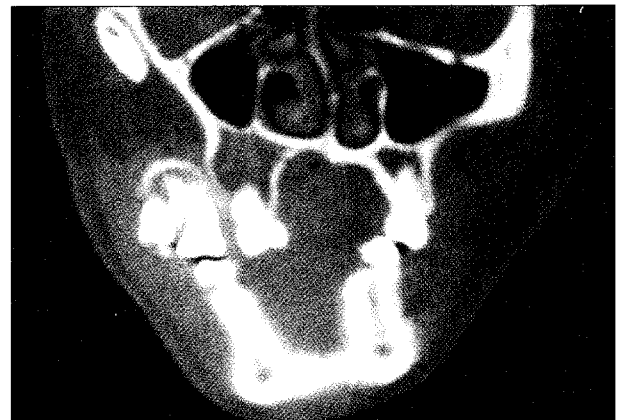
초진시 컴퓨터 단층 사진으로 우측 관골궁의 결손이 관찰된다.
